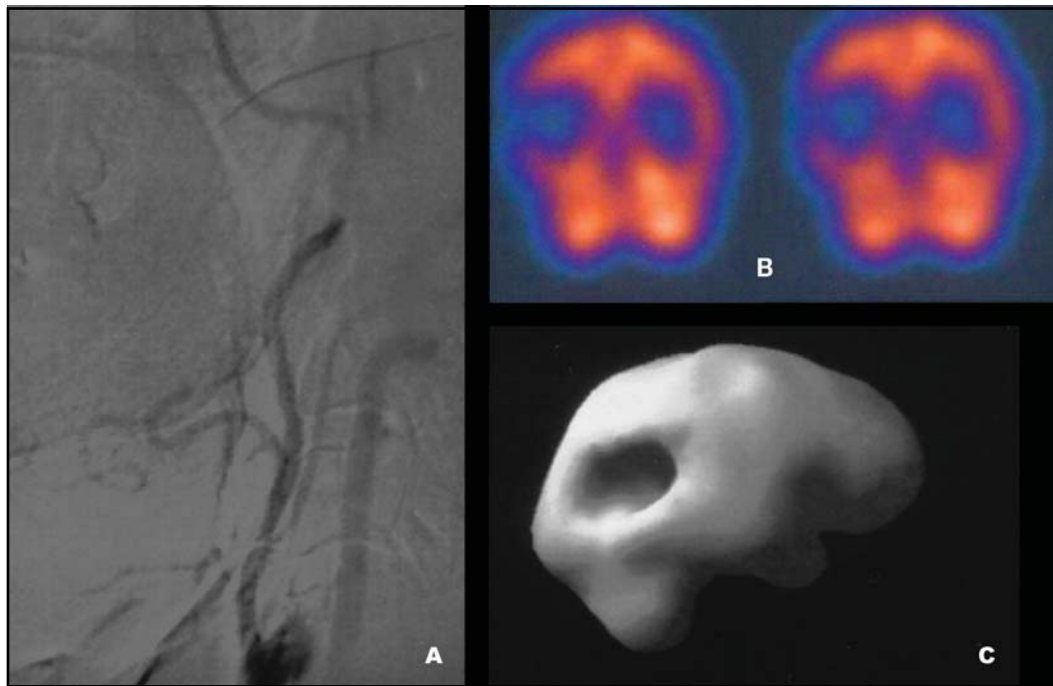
Angiografia digital das artérias cervicais, mostrando oclusão da artéria carótida interna direita próxima à sua origem (1a). Exame de SPECT permite identificar diminuição do fluxo sanguíneo encefálico e sua reserva vascular no hemisfério parietal e frontal direitos após o uso do diamox (1b e 1c).
